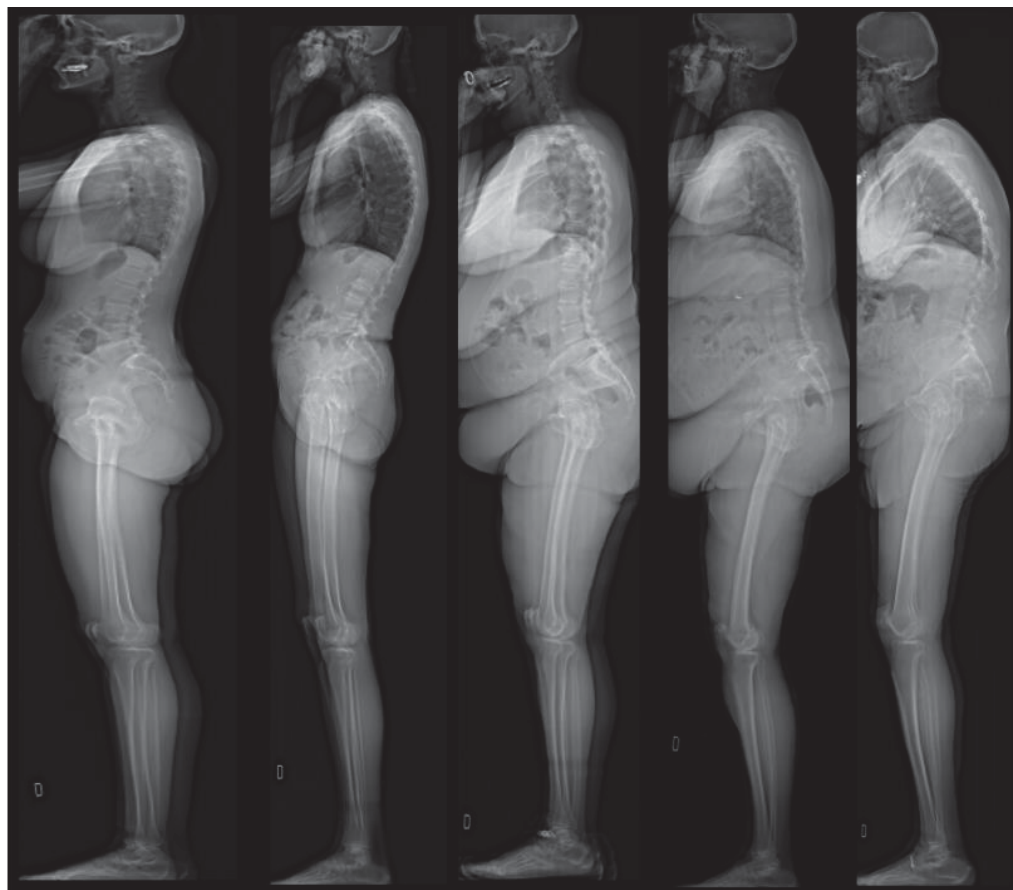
Exemple de radiographies de profil présentant divers degrés de flexion des genoux (ici de gauche à droite : 0°;5°;10°;15° et 20°)
